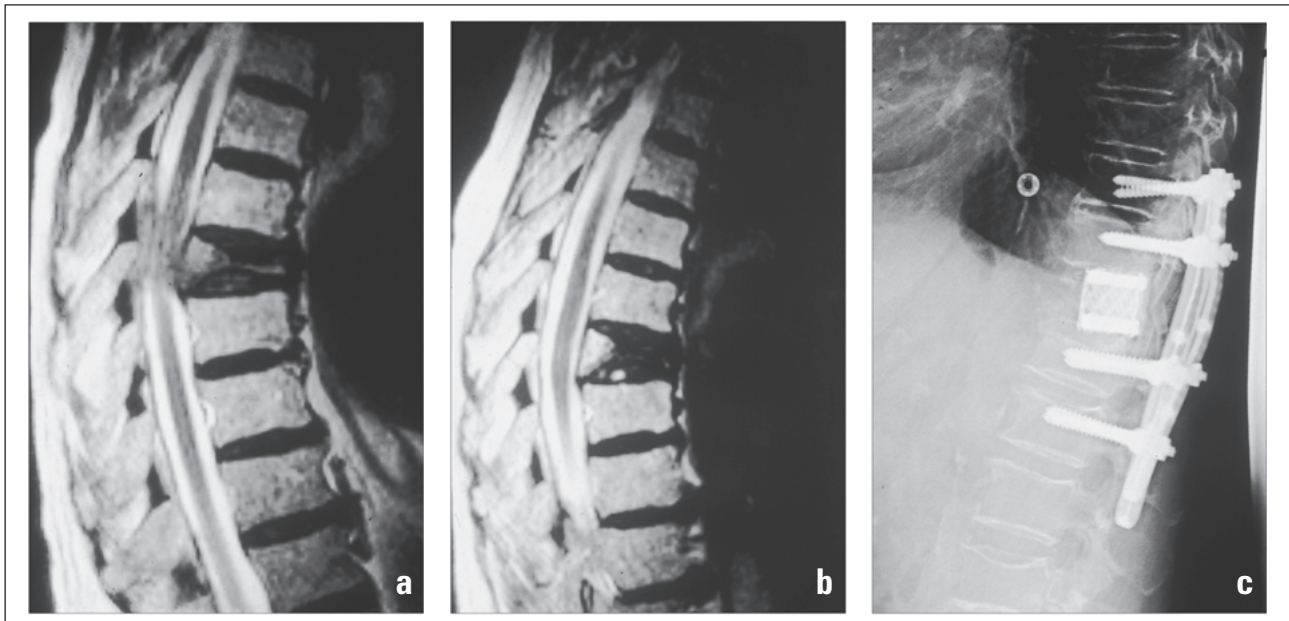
Plasmozytom mit epiduraler Tumorausdehnung, Tomita-Typ 5. MRT vor (a) und nach (b) Bestrahlung mit deutlicher Abnahme der epiduralen Tumorformation. (c) Elektive 360°-Stabilisierung über einen einseitigen dorsalen Zugang, durchgeführt 4 Wochen nach Abschluss der Strahlentherapie.
